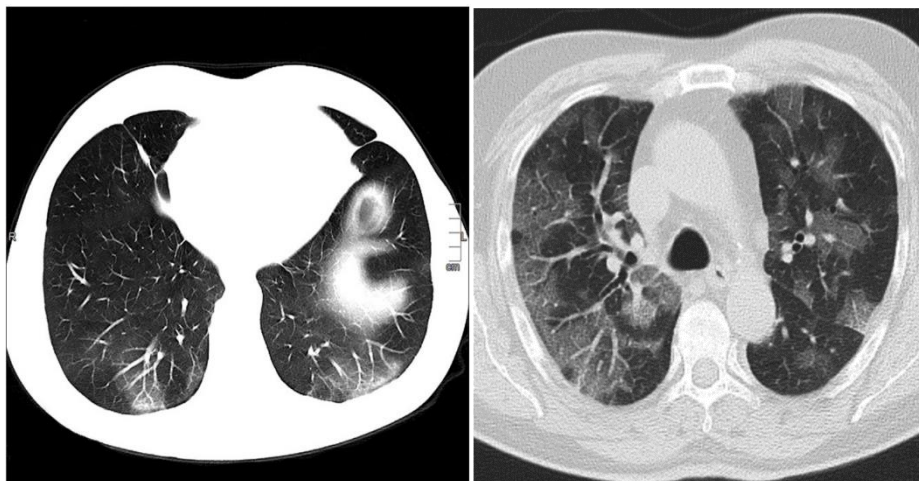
Gambar Karakteristik tambahan pada hasil CT-scan paru pasien terkonfirmasi COVID-19. (a) merupakan parallel pleura sign, (b) merupakan crazy paving pattern, (c) merupakan bronchiectasis, (d) menunjukkan penebalan vascular, (e) menunjukkan halo sign dan (f) reverse halo sign (Wu dkk, 2020)
